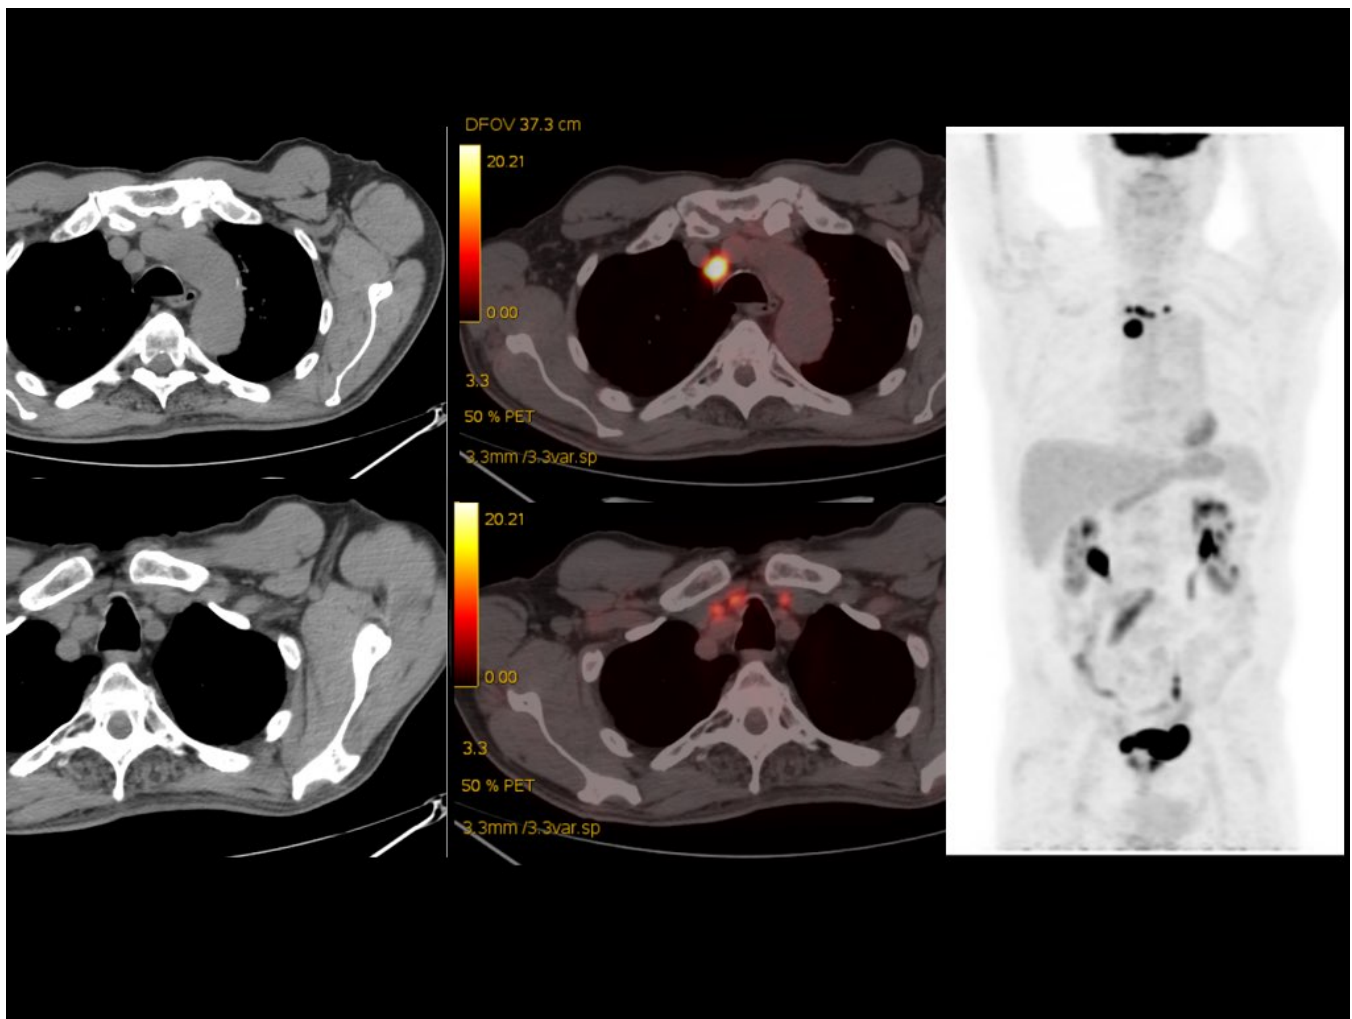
Carcinoma papilar de tiroides (T3-4 N1 M0) con desdiferenciación progresiva (^{131}I negativo, FDG y receptores de somatostatina positivos) con afectación ganglionar y progresión. PET/CT de cuerpo completo, tras la administración i.v. de 9.2 mCi de ^{18}F -FDG. Focos ganglionares hipermetabólicos en la región paratraqueal inferior derecha (4R) y región prevascular (3A).
